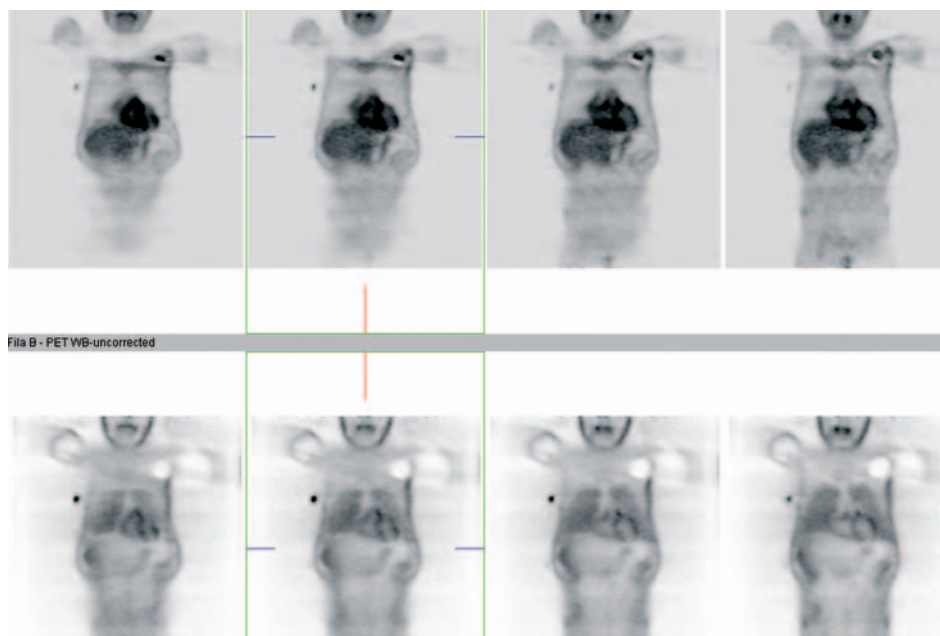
Artefacto producido por un marcapasos: en la imagen superior (con corrección de atenuación por TAC) se observa un foco de hipercaptación que se corresponde en la imagen inferior (sin corrección de atenuación) con hipocaptación debida a la atenuación.
